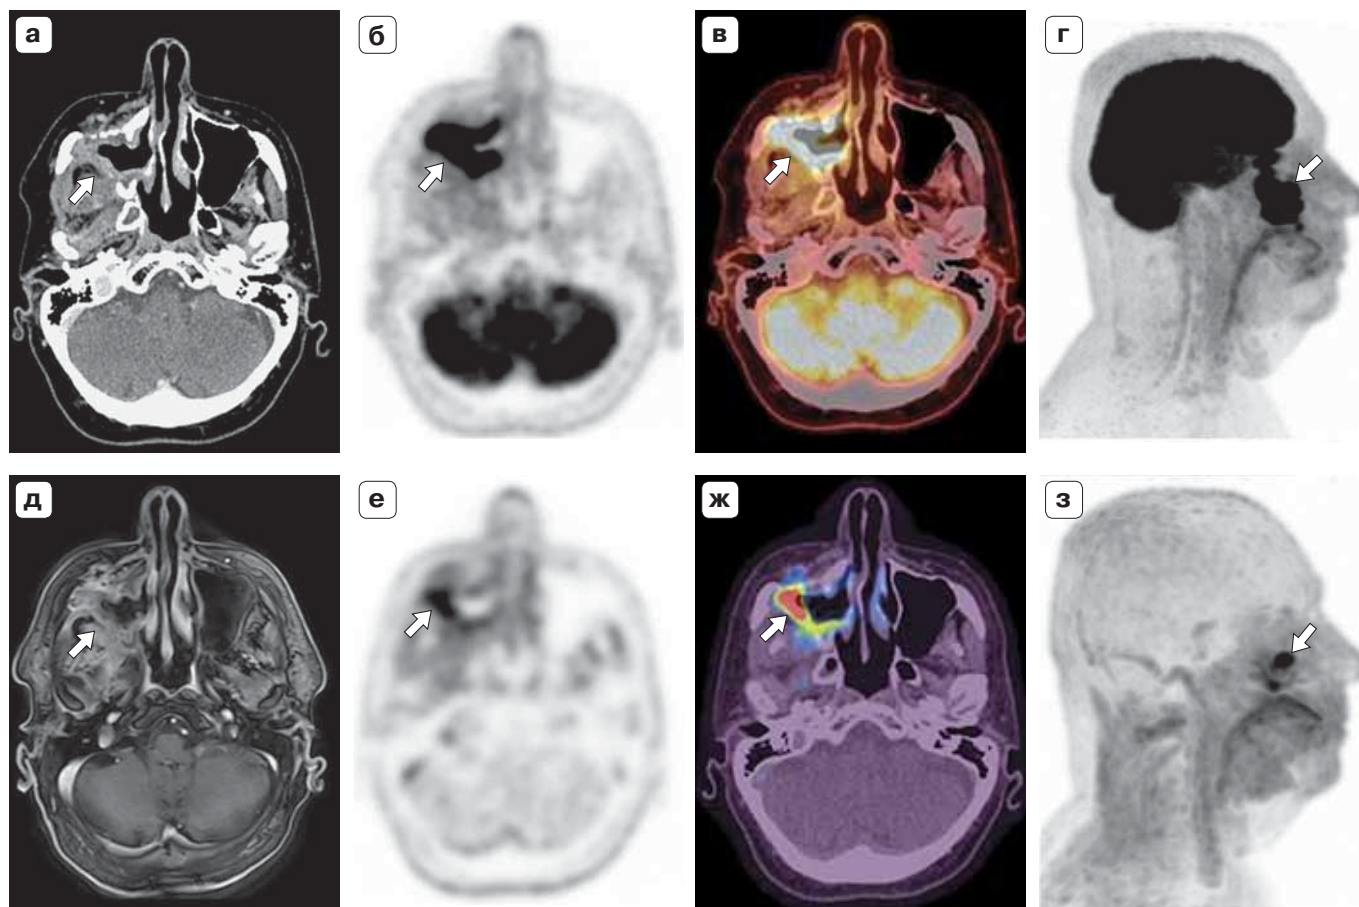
ПЭТ/КТ с ^{18}F -ФДГ. Плоскоклеточный рак правой верхнечелюстной пазухи, состояние после химиолучевой терапии, рецидив. а, б, в – аксиальные срезы: КТ с КУ, ПЭТ с ^{18}F -ФДГ, ПЭТ/КТ; г – МIP ПЭТ с ^{18}F -ФДГ в сагиттальной реконструкции; д, е, ж – аксиальные срезы: МРТ с КУ, ПЭТ с ^{18}F -ФЭТ, ПЭТ/КТ; з – МIP ПЭТ с ^{18}F -ФЭТ в сагиттальной реконструкции. Очаговое накопление РФЛП в мягкотканном компоненте вдоль деструктурированных стенок правой верхнечелюстной пазухи (стрелки). Меньший объем накопления РФЛП при исследовании с ^{18}F -ФЭТ соответствует истинному объему опухоли, метаболические изменения при исследовании с ^{18}F -ФДГ – сочетание опухолевого процесса и сопутствующего воспалительного процесса (стрелки, е, ж, з).
